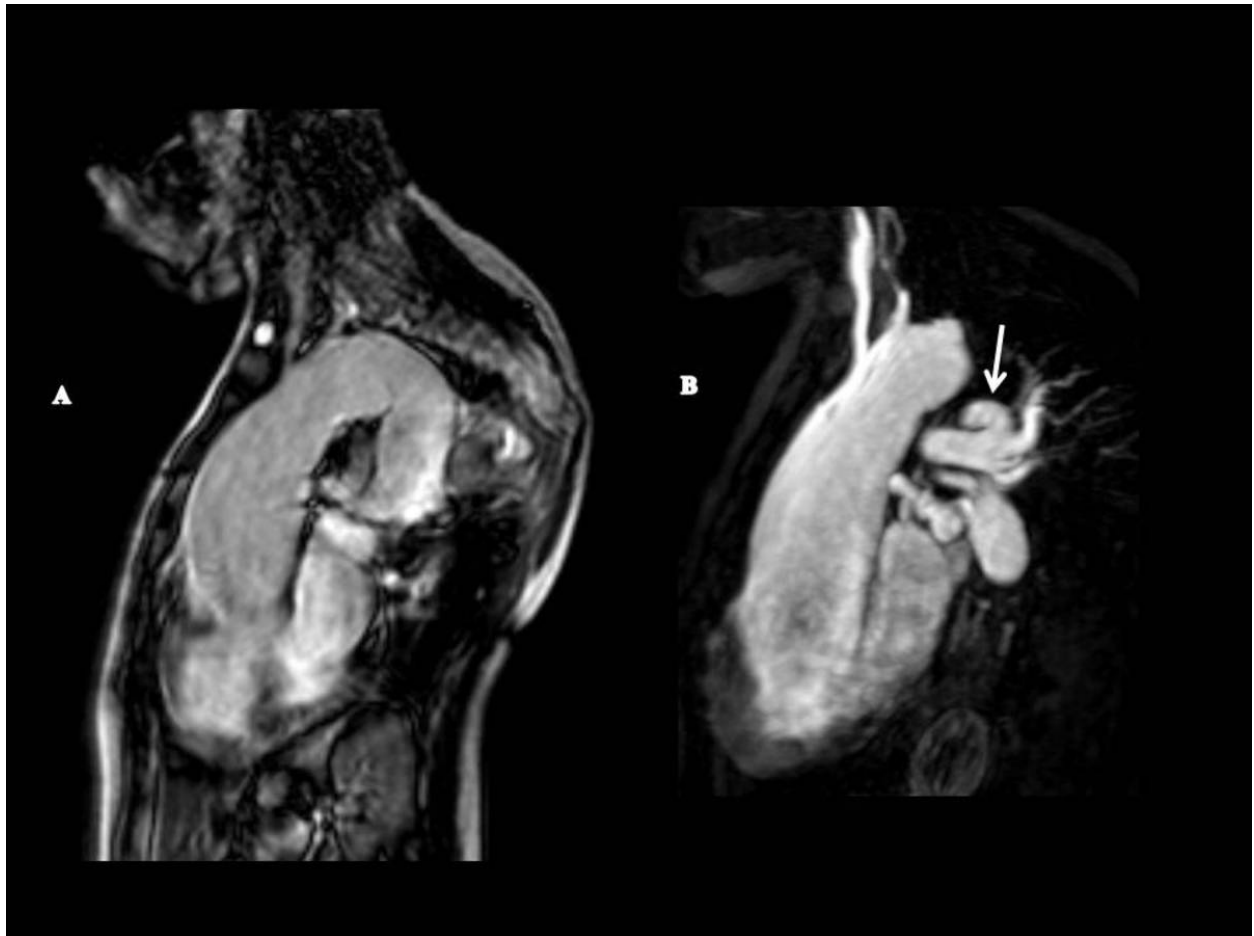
Angio-RM de Truncus arteriosus
